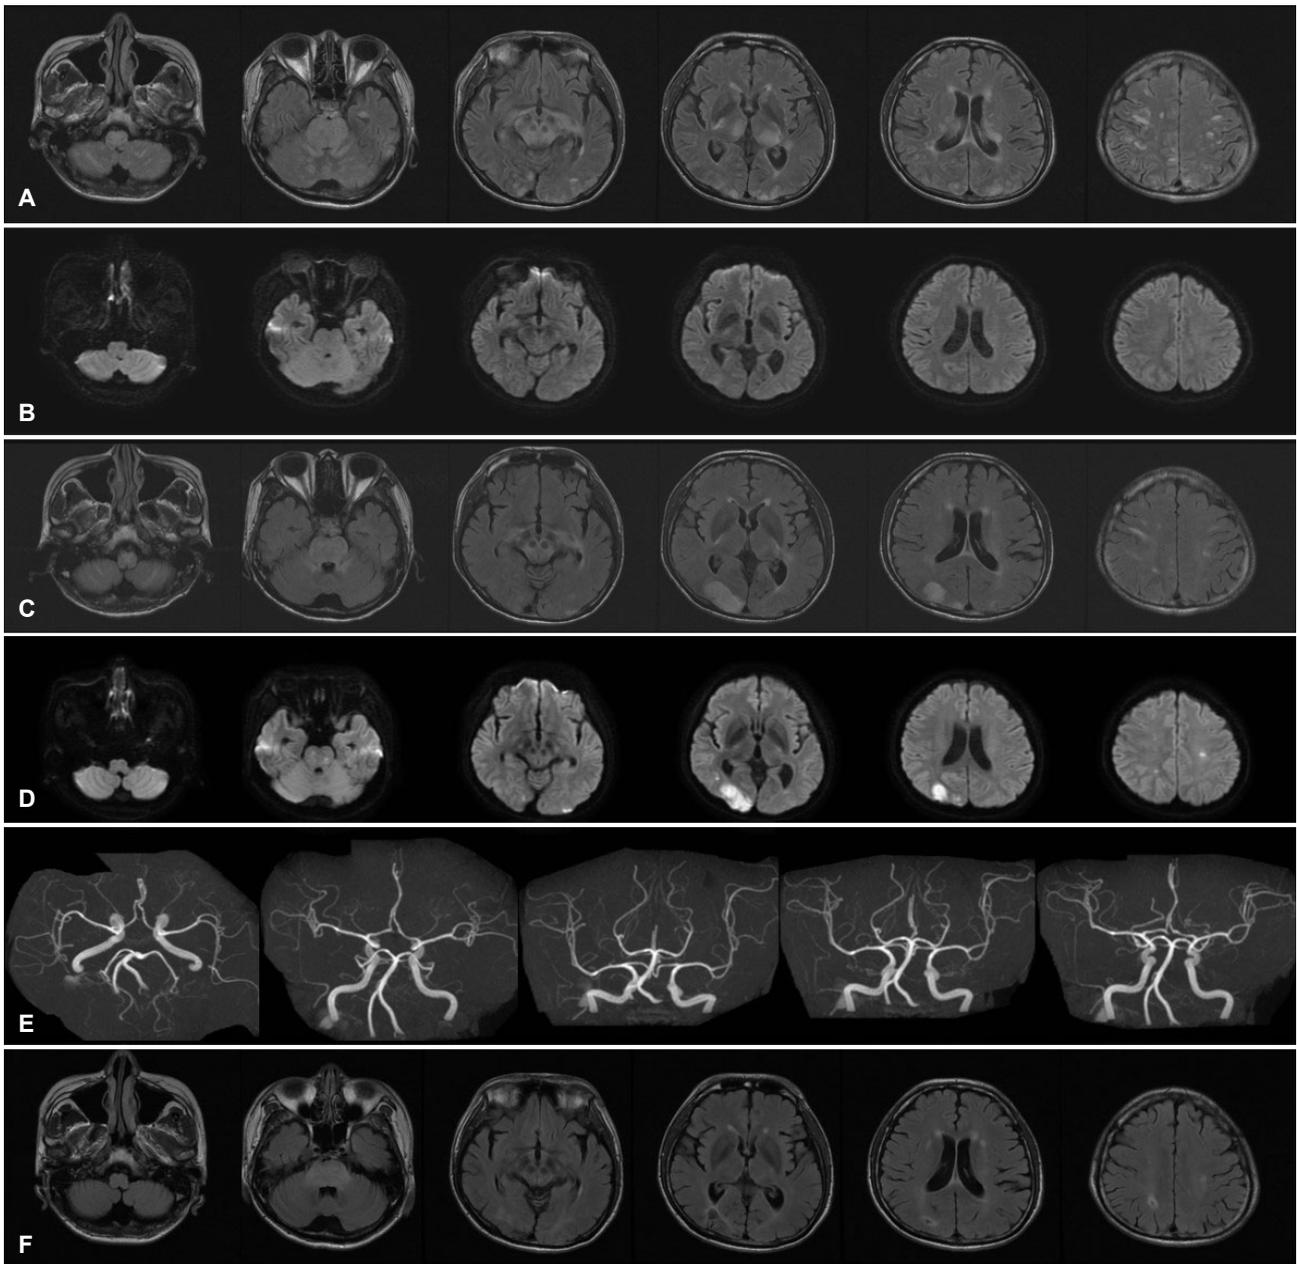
Brain MRI and MRA images of the patient. (A) Initial FLAIR images showing regions of hyperintense signal in the both medulla, pons, midbrain, cerebellum, thalamus, external capsule, claustrum, parieto-occipital, frontal, and temporal lobe. (B) Initial DWI is normal. (C-E) Follow-up FLAIR, DWI, and MRA at 5 days later demonstrate many lesions are resolved compared to the initial images but new lesions appear in the both pons, occipital and frontal lobe. These findings are consistent with ischemic stroke. MRA is normal. (F) Follow-up FLAIR images at 9 months later reveal high signal intensity lesion in the pons still remains and previous stroke lesions show encephalomalatic change. MRI; magnetic resonance imaging, MRA; magnetic resonance angiography, FLAIR; fluid attenuated inversion recovery, DWI; diffusion-weighted image.
